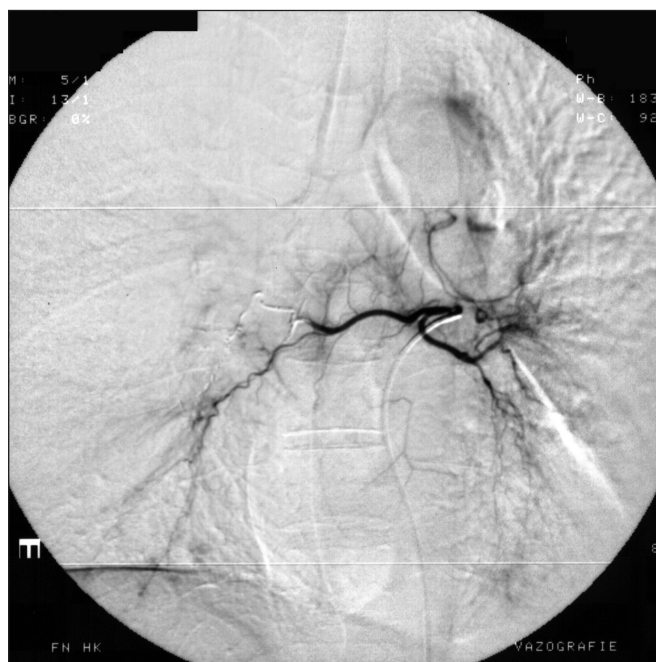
29letá žena s bronchiálním zánětem s recidivující hemoptýzou. Bronchoskopicky nalezeno krevní koagulum obturující vchod do 6. segmentu pravé plicе. CT vyšetření potvrzuje v tomto segmentu přítomnost infiltrace (pravděpodobně aspirované krve). Selektivní bronchiální angiografie prokazuje společný odstup pravé a levé bronchiální tepny. Pravá bronchiální tepna je mírně hypertrofická s četnými hypervaskularizovanými okrsky v periférii.
